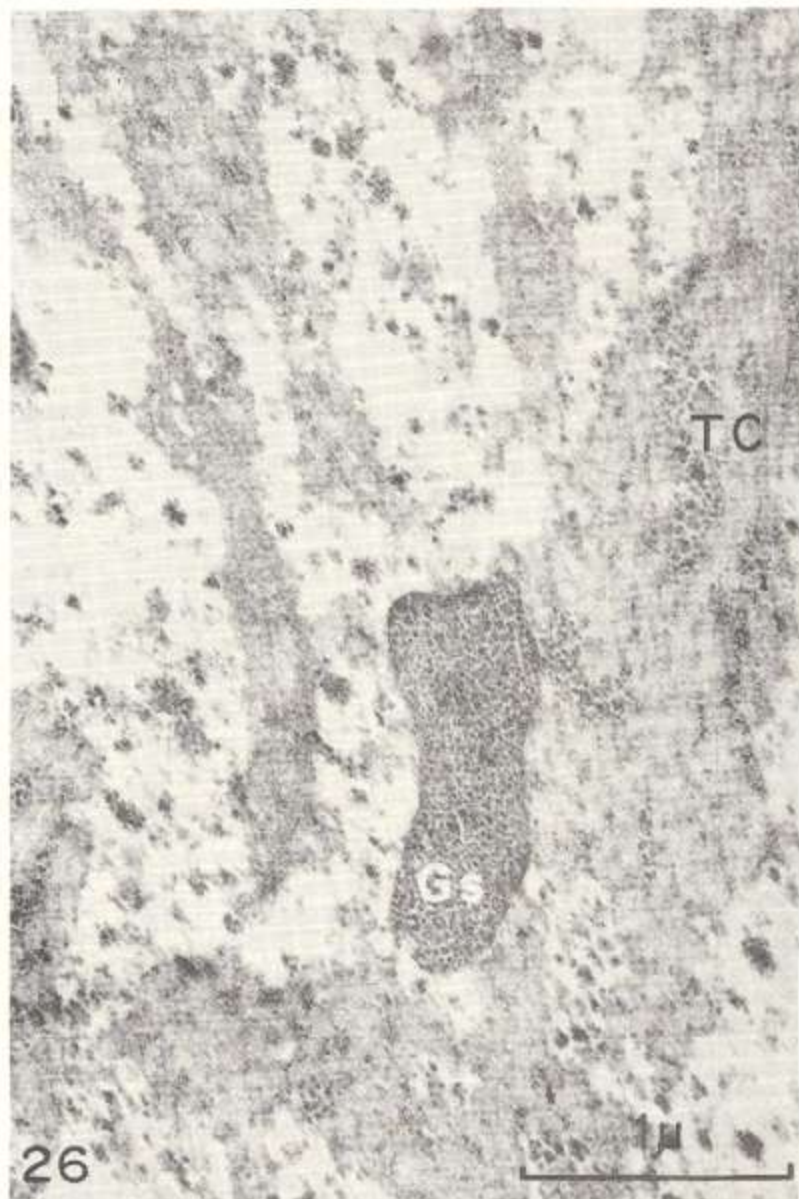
Glucogenosoma (Gs) alargado, rodeado por haces de tejido conectivo (TC) y gránulos de glucógeno. Magnificación: 36.000X.
